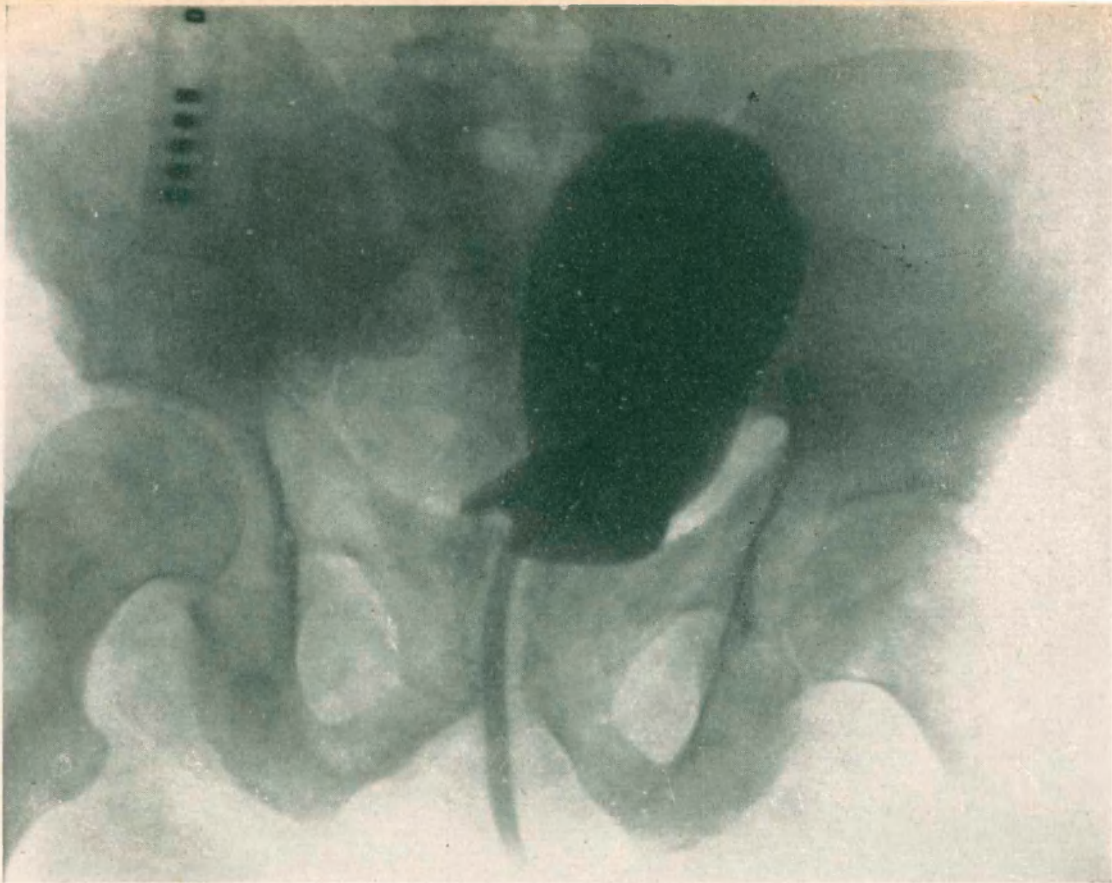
Observación VI - Radiografía No. 38865
